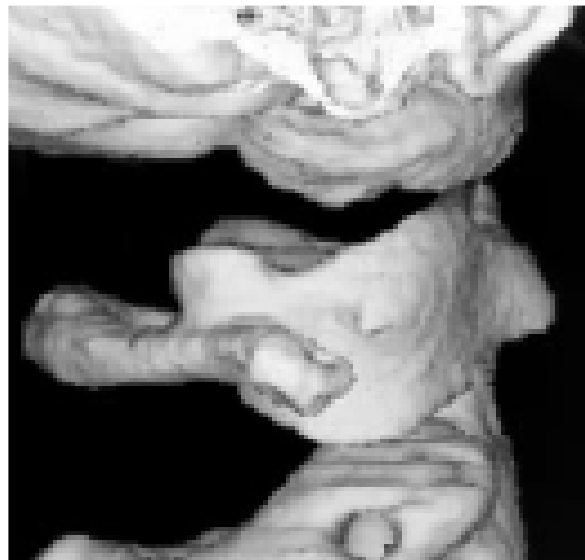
CT mit multiplanarer Rekonstruktion einer atlanto-okzipitalen Dislokation [Klinikum Traunstein]
